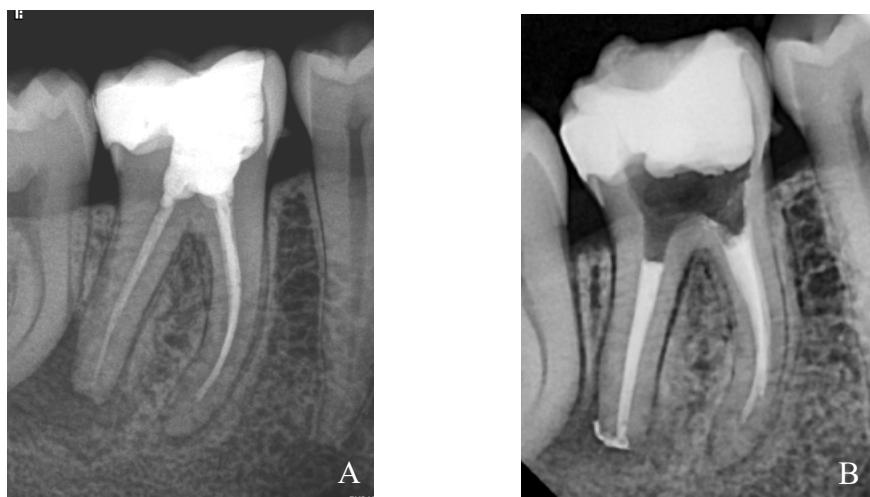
A : Radiographie RA de 46 pré-opératoire montrant l'absence de LIPOE sur la racine mésiale et une sous-obturation. B : Radiographie RA post-opératoire montrant une déviation de la trajectoire et une sous-obturation dans la racine mésiale. Courtoisie du Dr Richert
